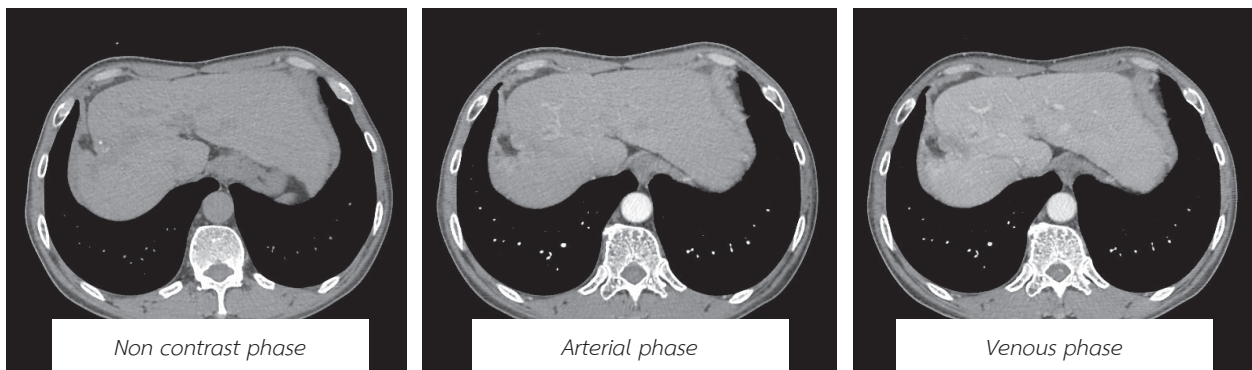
Triphasic abdomen CT showed liver cirrhosis with multiple varices and collateral vessels. Liver parenchyma defect at hepatic segment V and VIII with a rather wedge-shaped hypodense lesion involving hepatic segment IV/V and subcapsular retraction which apex point to liver hilum are noted. Multiple small arterial enhancing/delayed washout nodule along the liver parenchyma defect and subcapsular retraction size up to 2 cm. These finding could be confluent hepatic fibrosis or post-surgical change with small hepatocellular carcinoma.
